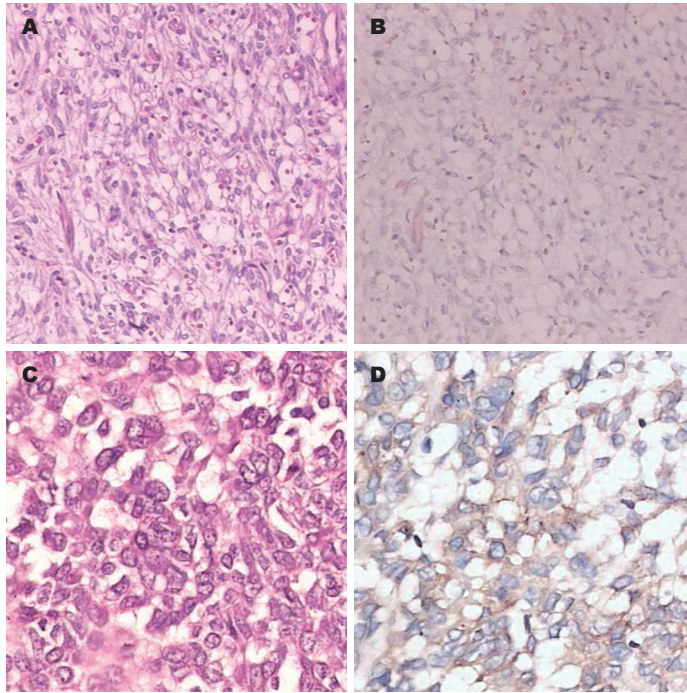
间质瘤. A-B: 例17, 胃PDGFR α exon18的1843S(ATC→TCC)点突变; C-D: 例2, 直肠C-kit exon11的E561K(GAG→AAG), N567I(AAT→ATT), 1571L(ATA→CTA)的点突变; A, C: HE; B, D: C-kit.
